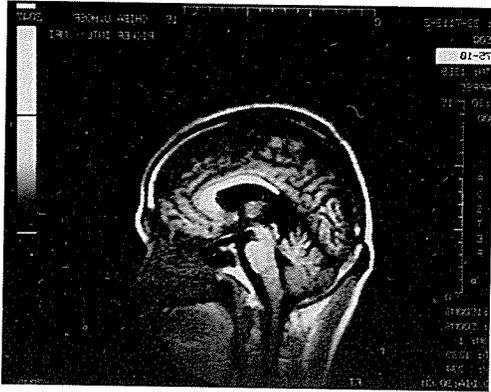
松果体腫瘍のため脳梁膨大を切断した症例の14年後のMRI
